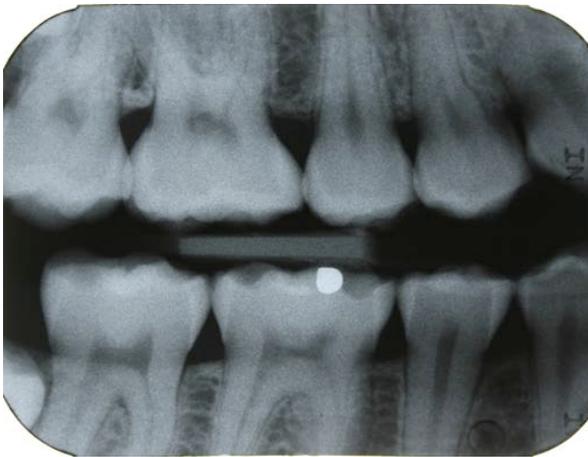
Bitewing droite 27.8.2009
